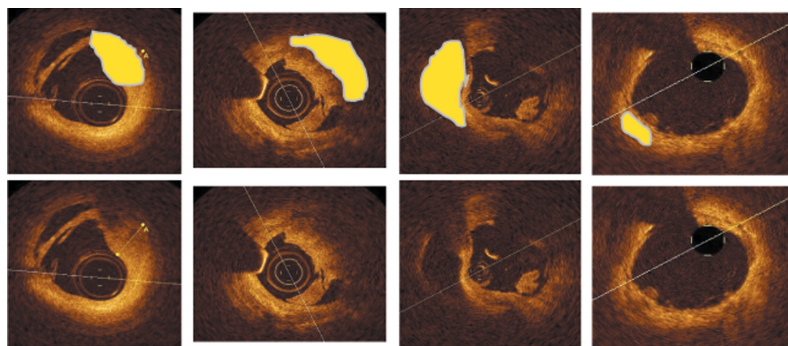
Pool lipidici identificati con tomografia a coerenza ottica nelle lesioni di soggetti con sindrome coronarica acuta.
